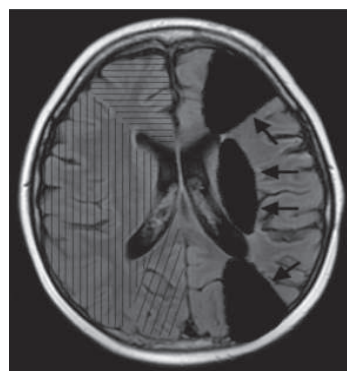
Imagem esquemática de RM representando em hemisfério direito os territórios de irrigação correspondentes às artérias cerebral anterior (linhas horizontais), cerebral média (linhas verticais), e cerebral posterior (linhas oblíquas); em hemisfério cerebral esquerdo observam-se as regiões de transição entre os territórios onde comumente ocorrem infarto nos casos de hipoxemia (setas).
